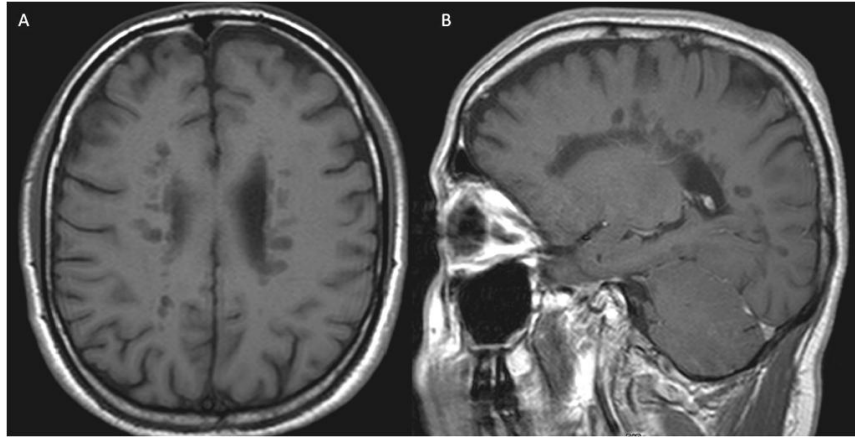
Esclerosis múltiple. Imágenes de RM axial (A) y sagital (B), T1W donde se observan múltiples lesiones focales hipointensas perpendiculares al eje mayor de los ventrículos laterales, en un paciente con EM y pobre control de la enfermedad. Imagen archivo F.C.I
